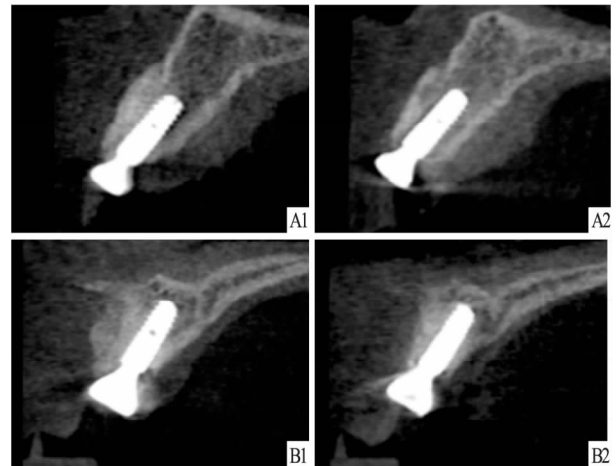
锥形束 CT 显示术后种植体唇侧牙槽嵴水平吸收
